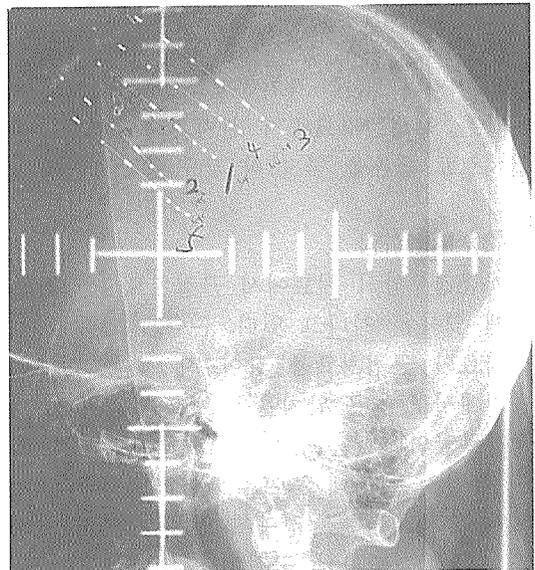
뇌암의 방사선치료-뇌에 삽입된 도관에 dummy 선원을 넣고 촬영한 모의치료용 사진(측면)
